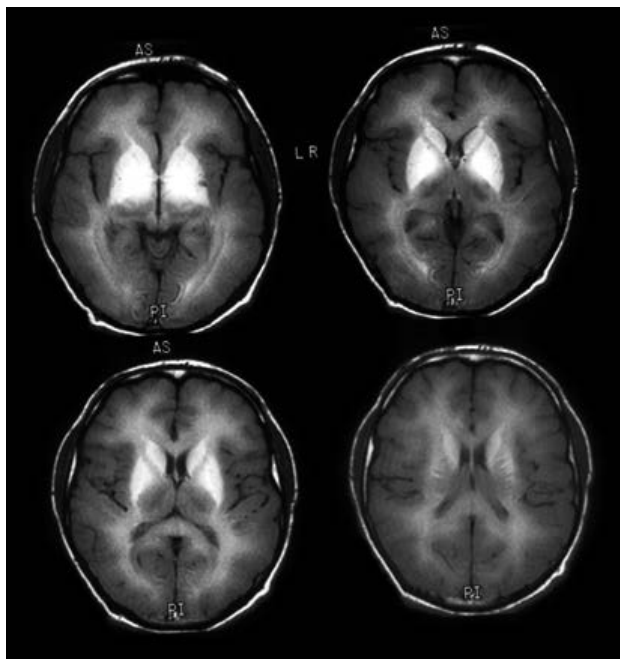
МРТ пациента с марганцевой энцефалопатией.
